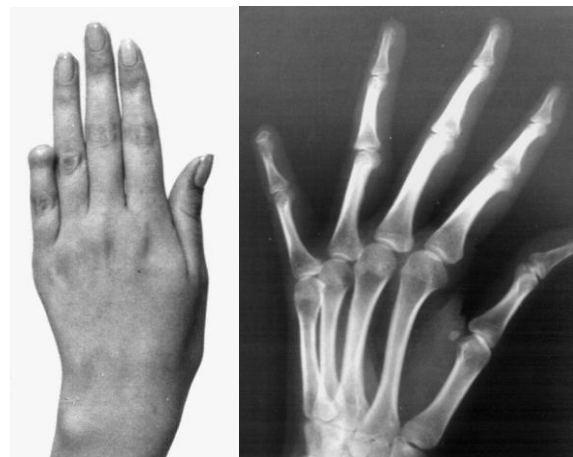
Фото и рентгенограмма кисти больной З. до лечения
